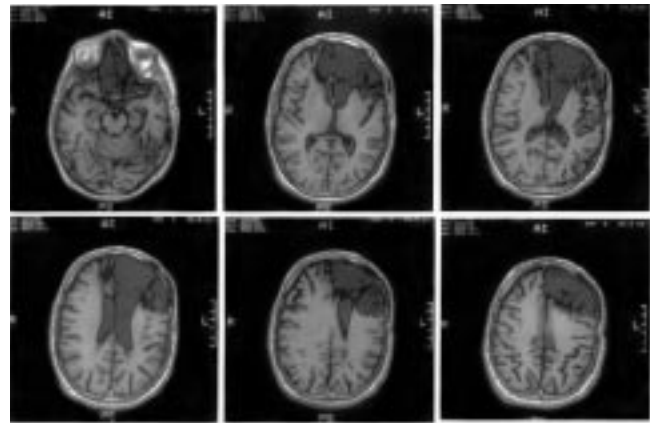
Imágenes obtenidas mediante resonancia magnética del caso 2. Como puede observarse hay una lesión prefrontal orbital bilateral a consecuencia de la contusión frontal y una lesión más extensa en el hemisferio izquierdo que corresponde a la evacuación quirúrgica del hematoma.
